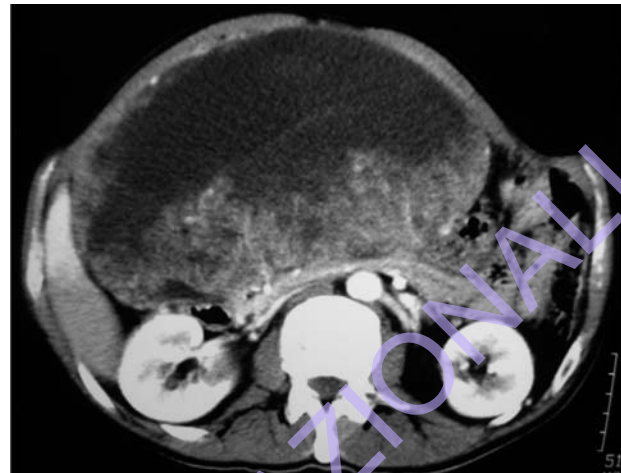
TC: GIST del piccolo omento.
